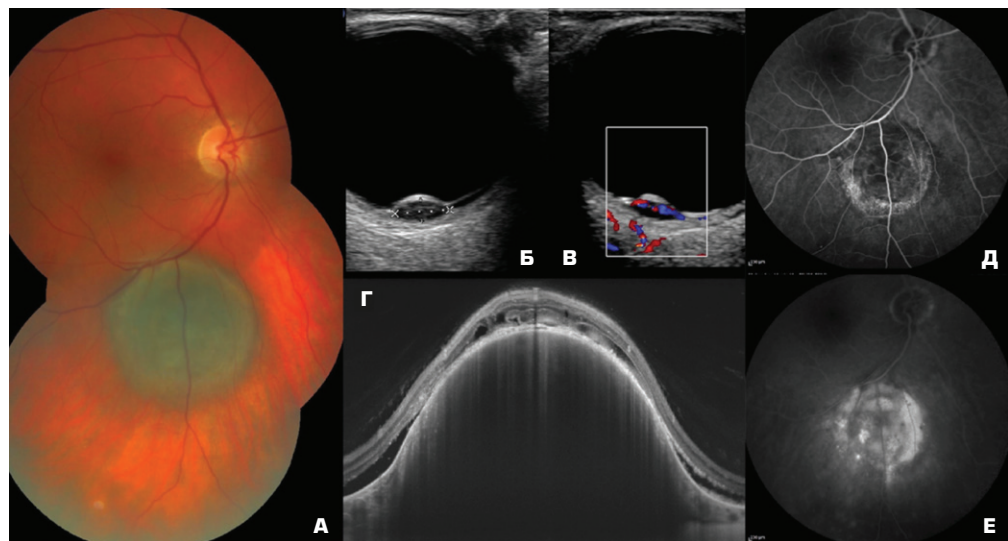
Данные инструментального обследования пациента Б. до лечения: А — фотоконтроль, Б — ультразвуковое исследование, В — ультразвуковое исследование с цветовым доплеровским картированием, Г — оптическая когерентная томография, Д — ранняя фаза флюоресцентной ангиографии, Е — поздняя фаза флюоресцентной ангиографии
